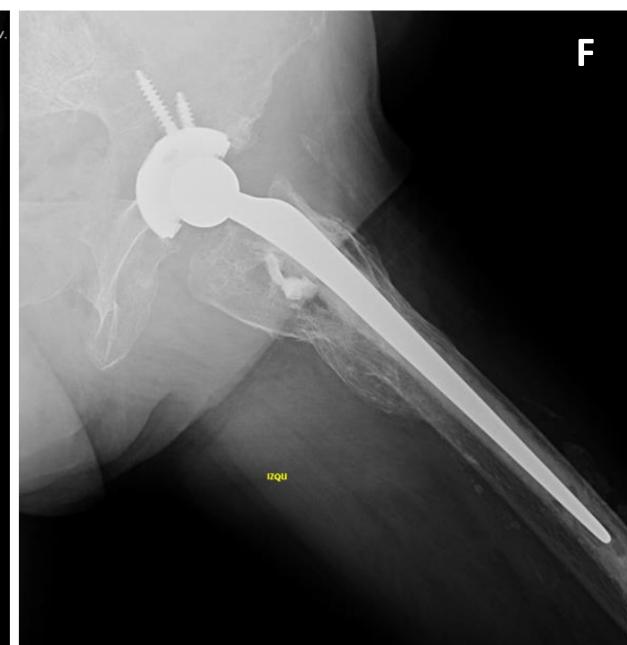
A y B) Radiografía AP y axial AP tras EMO PFNA y artroplastia total de cadera izquierda. C y D) Radiografía AP y axial tras 1 año de evolución. E y F) Radiografía AP y axial tras 4 años de evolución.
